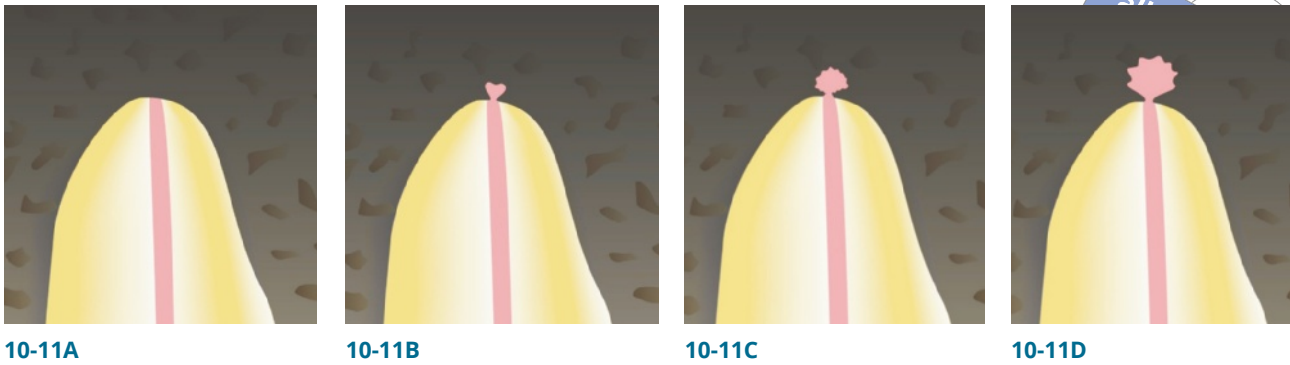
Lage des Wurzelfüllmaterials in Bezug auf den apikalen Wurzelkanalabschnitt. (A) Radiografischer Apex. (B) Extrusion um weniger als 1 mm. (C) Extrusion zwischen 1 und 2 mm. (D) Extrusion um mehr als 2 mm.
